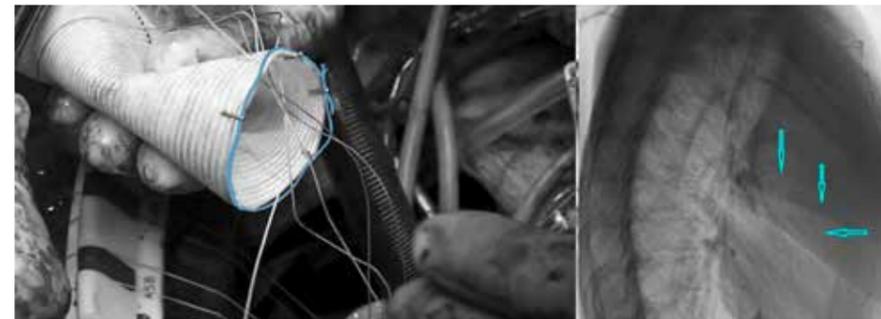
a) Markierung der Neo-Aortenwurzel mit einem Röntgen-dichtem Faden
